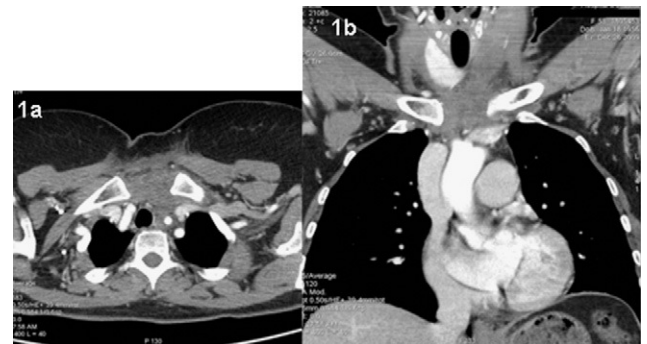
TAC torácico ventana mediastínica. a) Corte axial en mediastino superior con engrosamiento de la piel y tejido celular subcutáneo a nivel de línea medio cervical. b) Corte coronal donde se aprecia difuminación de la grasa paratraqueal izquierda extendiéndose a la grasa prevascular y retroesternal en mediastino superior.
